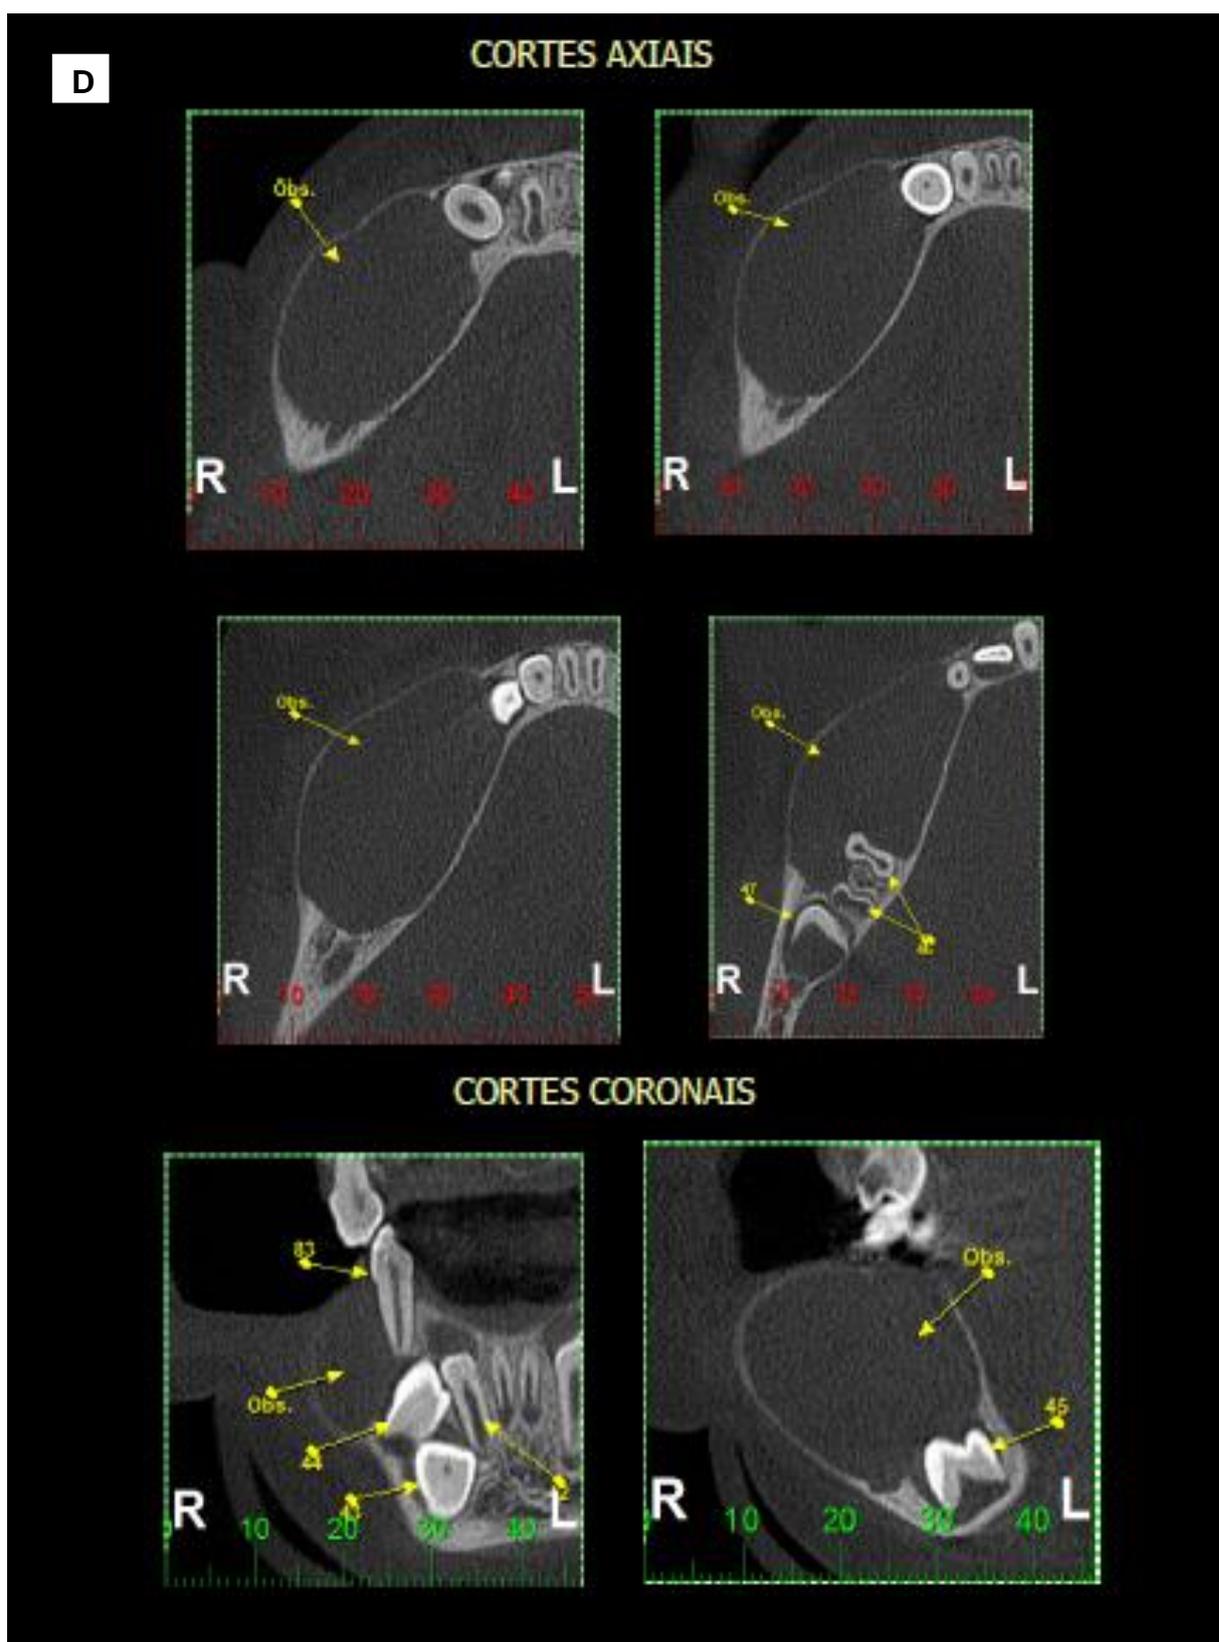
Tomografia computadorizada de feixe cônico (A/B/C: cortes transversais oblíquos) (D: cortes axiais e cortes coronais).
